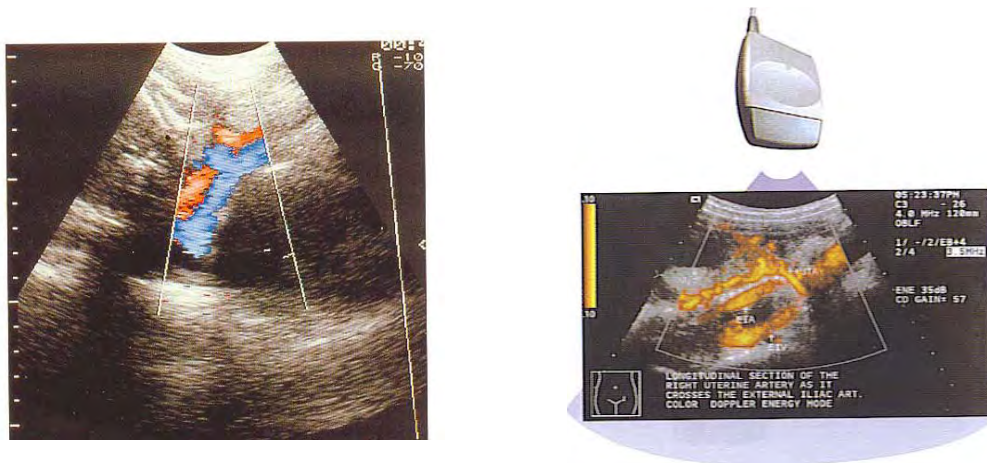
Ubicación de arteria uterina y vasos iliacos. (Doppler en Obstetricia, Daniel Cafici)
